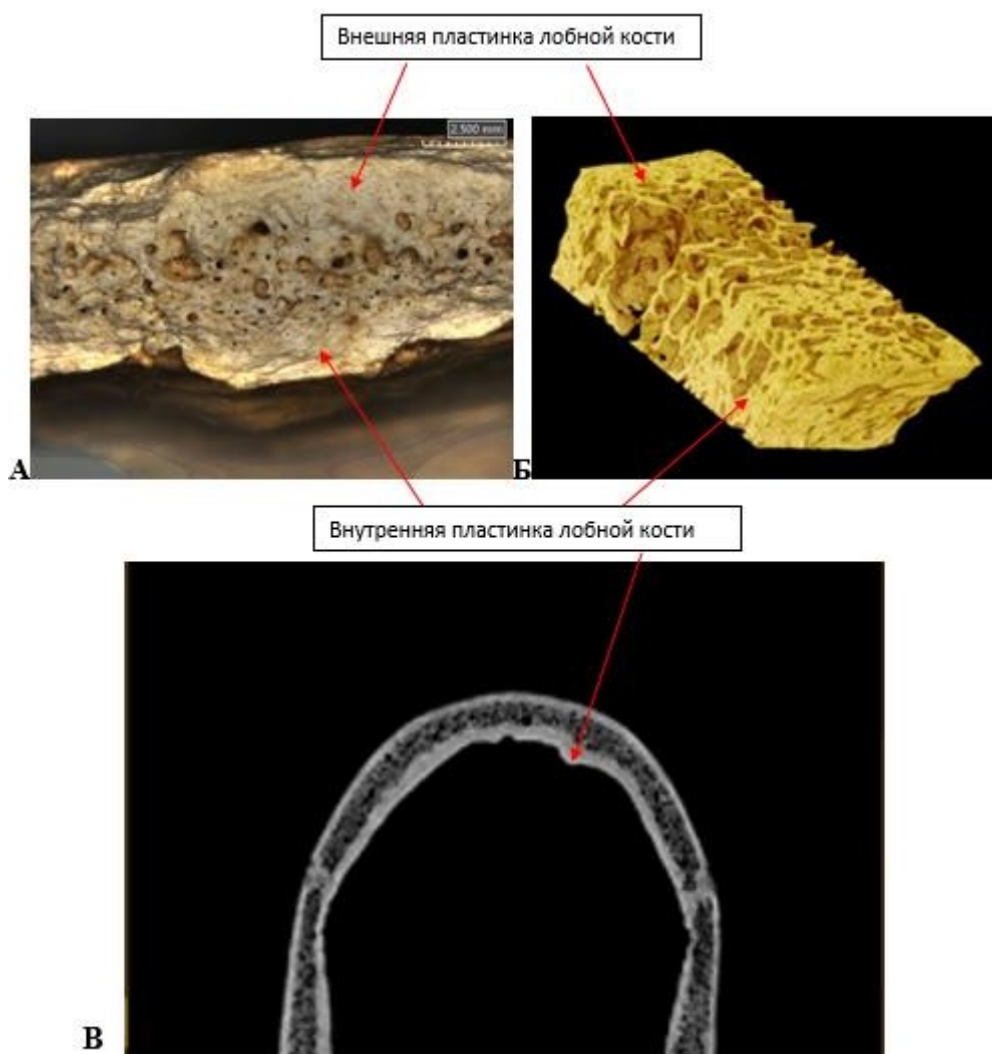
Примеры NF1 тип В по разным препаратам и литературным источникам. А – Фрагмент лобной кости индивидуума (Старая Рязань), номер, пол и возраст неизвестны. Б – Строение фрагмента лобной кости с признаками NF1 тип В по данным микрокомпьютерной томографии (Cvetković et al., 2020). В – Фронтальный срез компьютерной томографии (индивидуум № 8407, женщина, Adultus (Старая Рязань), где видно, что диплоэ имеет неравномерные очаги уплотнения и островки расширенных межтрабекулярных промежутков
